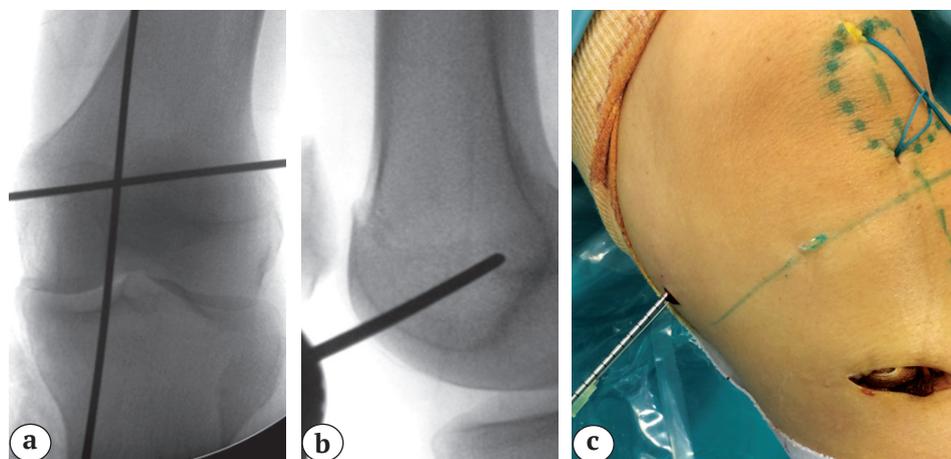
Формирование канала в бедренной кости: а — положение спицы на рентгенограмме в коронарной проекции; б — точка входа в бедренный канал — сагиттальная проекция; с — в канал в надколеннике заведены лигатуры, формирование бедренного канала по направляющей спице
